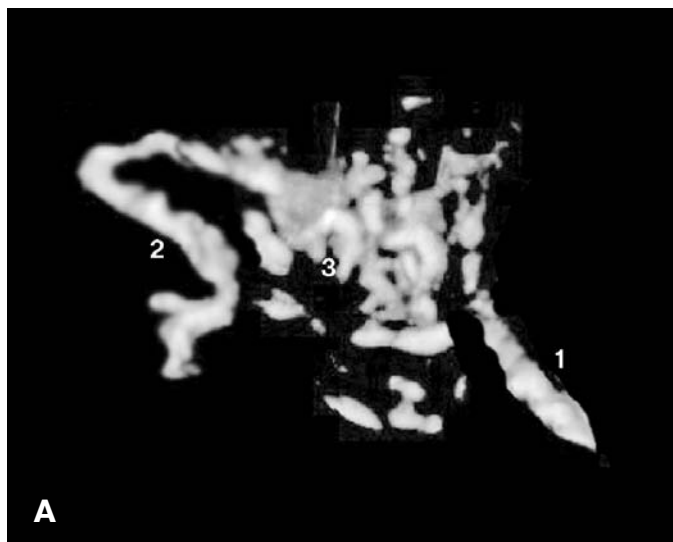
Сопоставление изображений сосудов яичника при трехмерной ультразвуковой (А) и рентгеновской (Б) ангиографии. Ультразвуковое трехмерное изображение сосудов яичника аналогично рентгеновскому и полностью отражает анатомию сосудов яичника. В области полюсов яичника видны подходящие яичниковая артерия (1), яичниковая ветвь маточной артерии (2) и сосуды стромы яичника (3).
